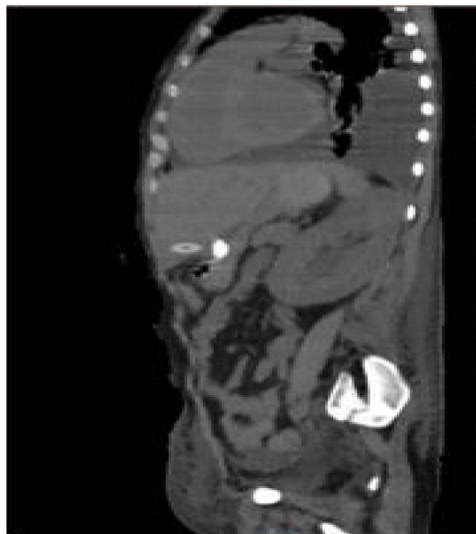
TAC en corte sagital donde se aprecia el trayecto de la sonda a través del segmento III hepático.
